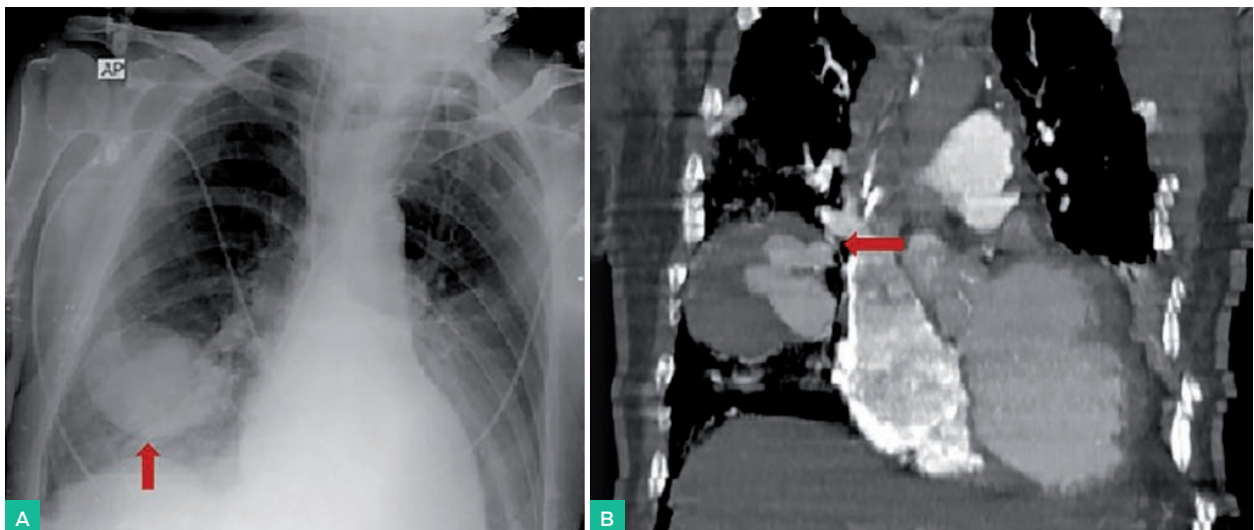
A. Se presenta radiografía simple de tórax portátil realizada en la Unidad de Recuperación Posanestésica donde observamos en el campo inferior derecho un aumento de la densidad alveolar con sensación de masa de gran tamaño (flecha roja). También existe un colapso completo del lóbulo inferior izquierdo que lo percibimos por ser totalmente blanco el corazón, característico tras las cirugías cardíacas.
